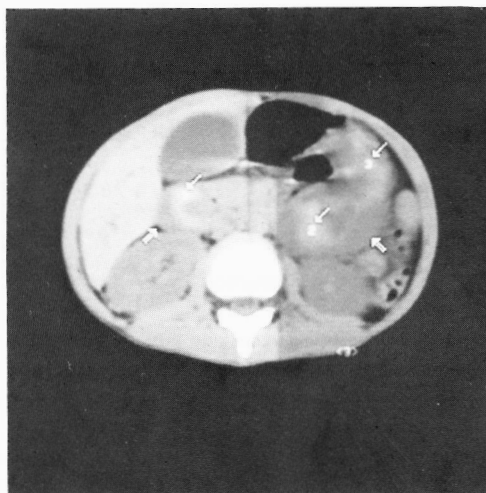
TAC abdominal (sem injeção de contraste intravenoso): Lesão heterogénea, com áreas espontaneamente hiperdensas (↙), de localização predominantemente retroperitoneal, acompanhando o trajecto duodenal (↗).
